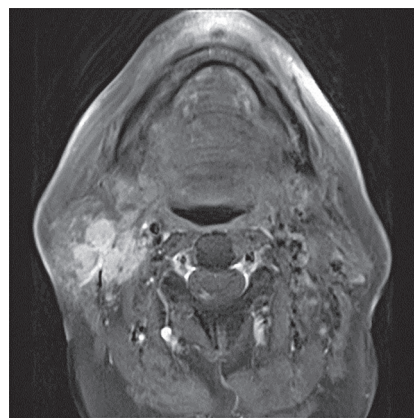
На МРТ-снимке в аксиальной проекции, в режиме T1, представлено неправильной формы гиперинтенсивное образование в нижних отделах правой околоушной слюнной железы, солидной структуры, с неровными контурами (лимфома околоушной слюнной железы).
